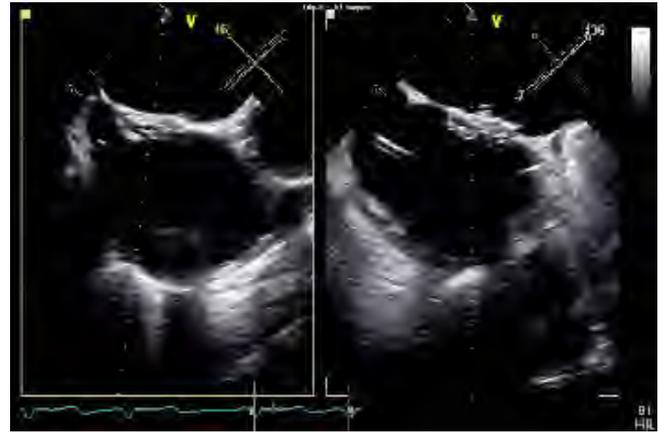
▲ Transösophageale Echokardiographie. 2-D-Ansicht in der kurzen Achse mit biplanarer Darstellung. Zu sehen ist das implantierte GORE-Septal-Device (Gore) auf Vorhofebene
